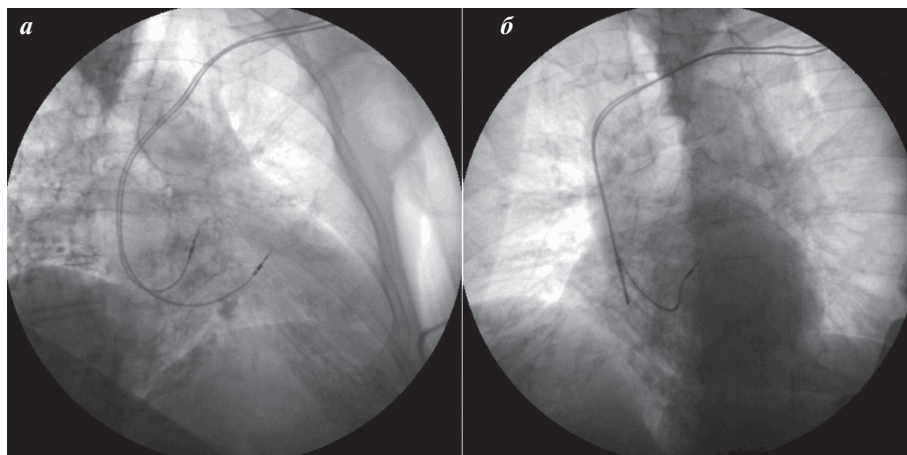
Интраоперационная рентгенограмма пациентки II. с имплантированным предсердным электродом в ушко правого предсердия и желудочковым электродом в парасинальную область в правой (а) и левой (б) косых проекциях.
